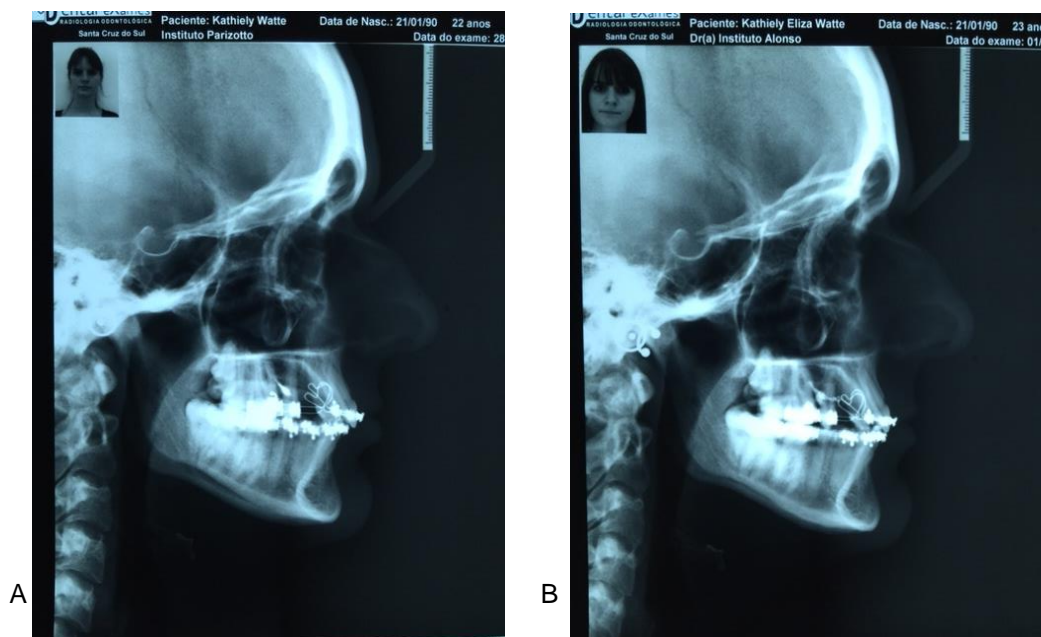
Telerradiografia (T1) início da mecânica de retração; B – Telerradiografia (T2) Final da mecânica de retração
